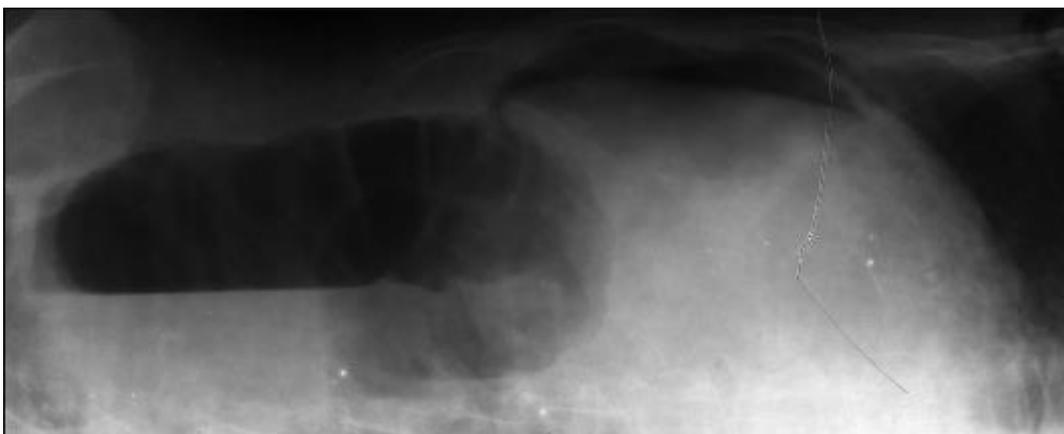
Рентгенограмма в латеропозиции на левом боку - свободный газ в брюшной полости
